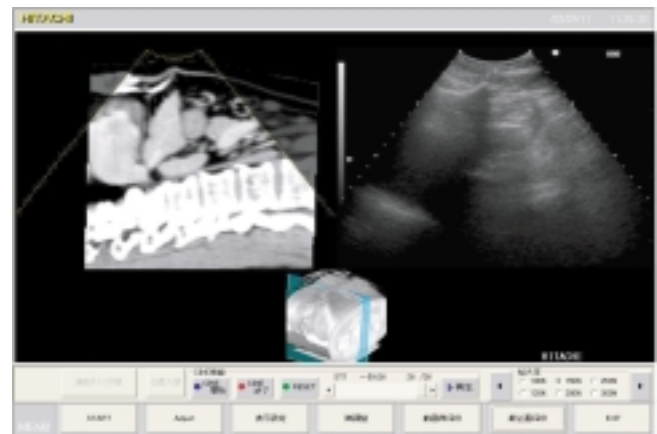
位置合わせ時のRVS画面。バーチャル画像と超音波画像が一致しているのがわかる。画面下の3-D画像内の水色の面が断層面を示している。
